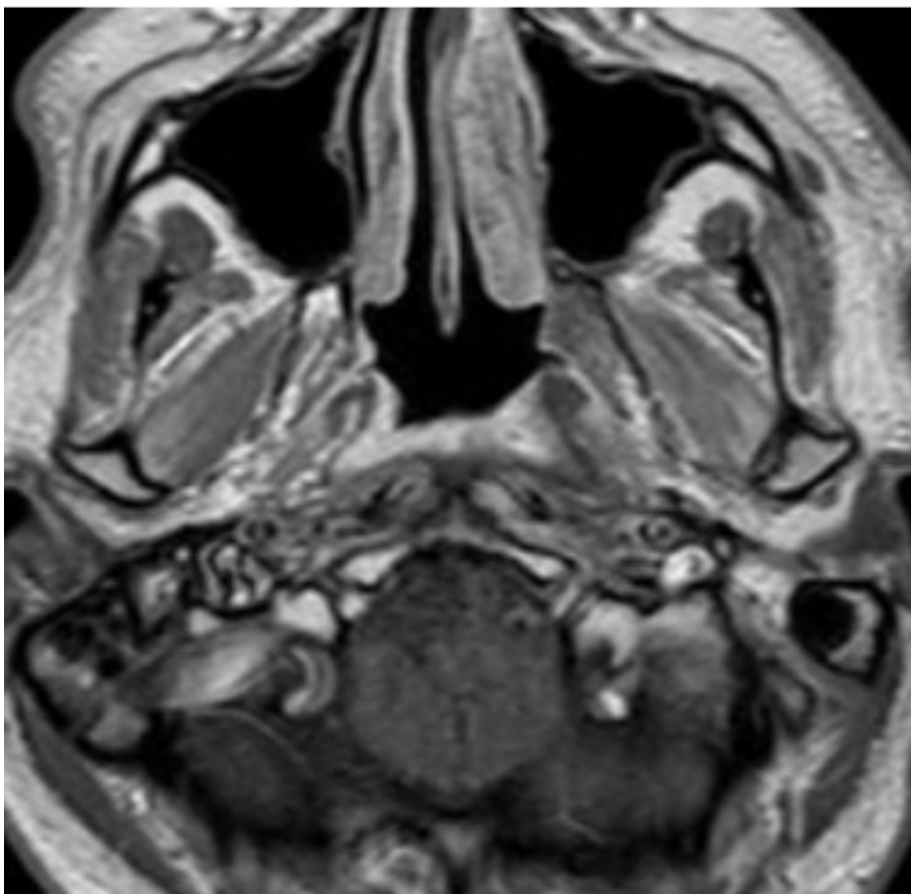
IRM, coupe axiale pondérée T1 : confirme l'absence de reliquat ou récive tumorale et la présence de remaniements œdémateux, notamment en regard du bourrelet tubaire.
